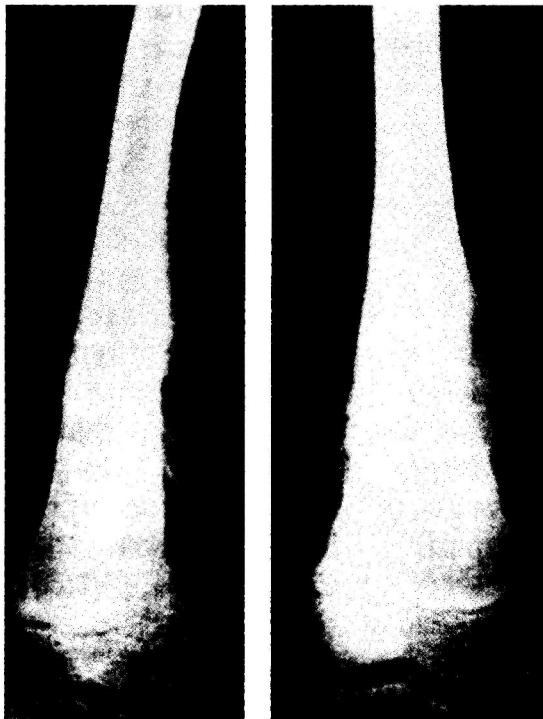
Рентгенограмма дистального отдела бедренной кости. Виден обширный участок деструкции с наибольшим разрушением структуры кости в медиальной части метафиза. Отчетливо видны спикулы. В верхней части на латеральной поверхности бедра видна отслойка надкостницы.
